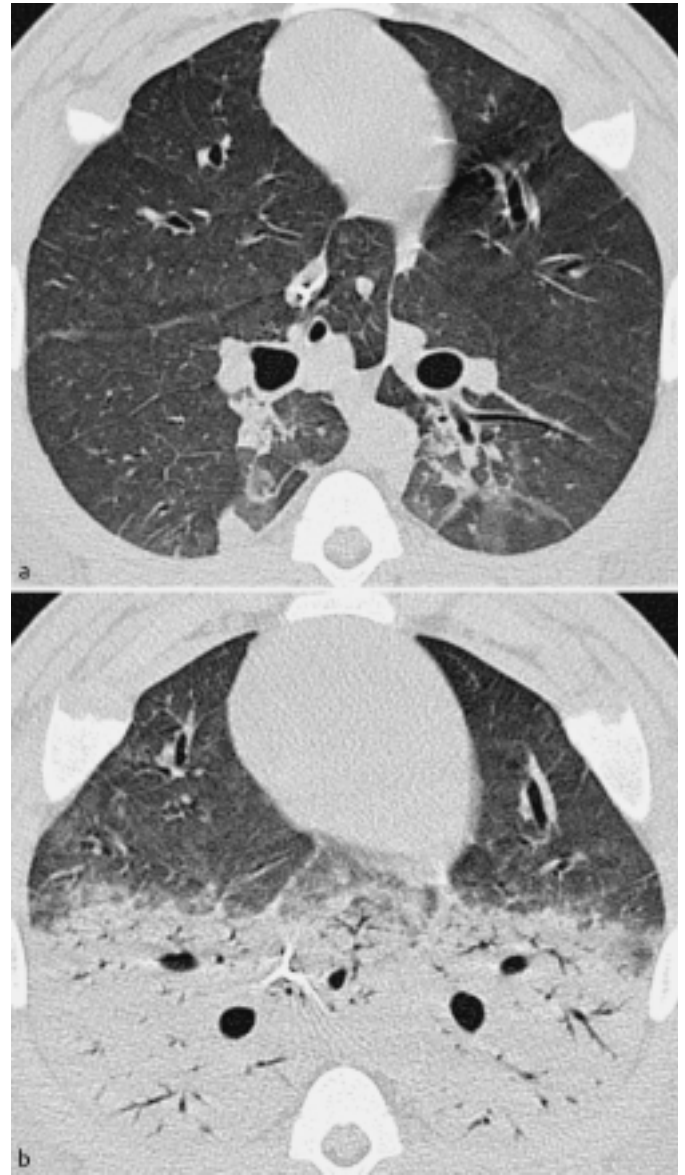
Hochaufgelöste Cine-CT im ARDS-Schweinmodell zur Beatmungsoptimierung. a) maximale Inspiration: Atemwegsdruck 33 cm H₂O. b) Expiration: Atemwegsdruck 13 cm H₂O.
